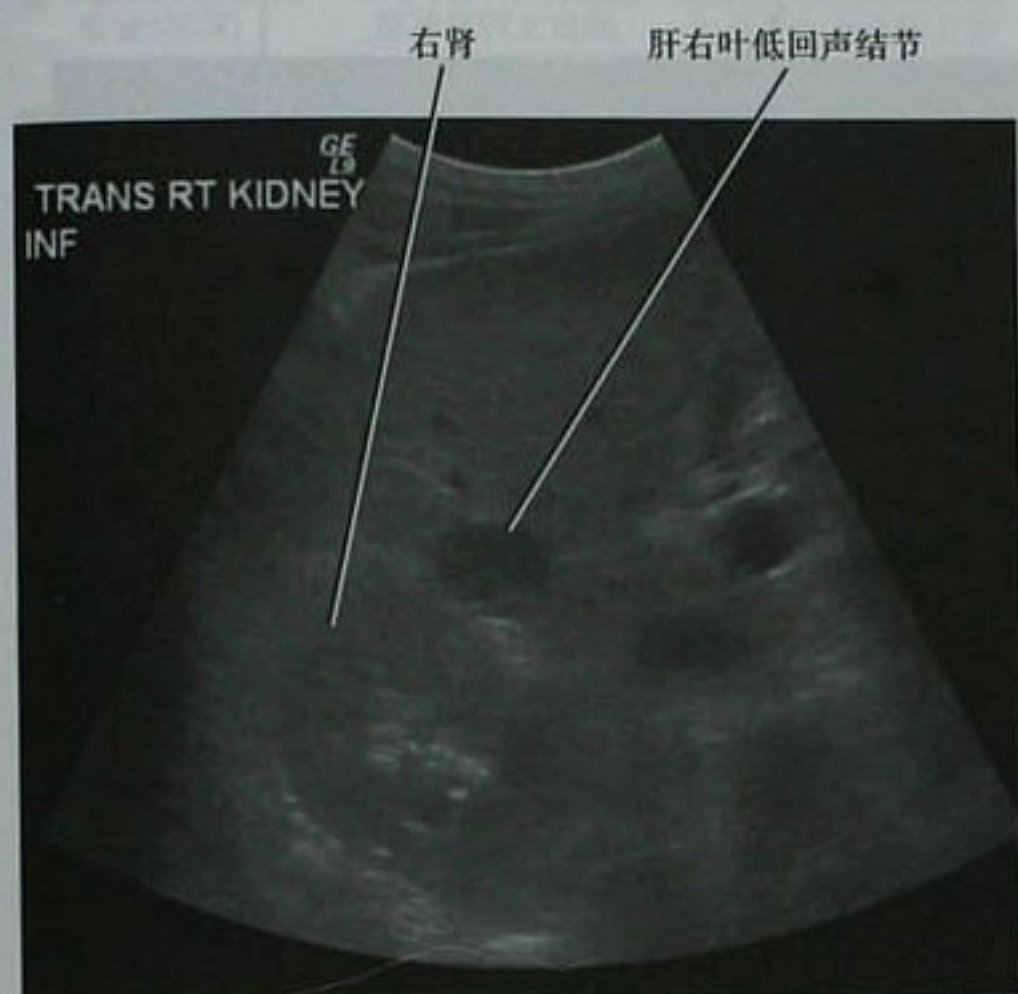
丙型肝炎患者右肾平面横断面超声显示肝脏低回声结节。随后的活检证实为肝细胞癌
